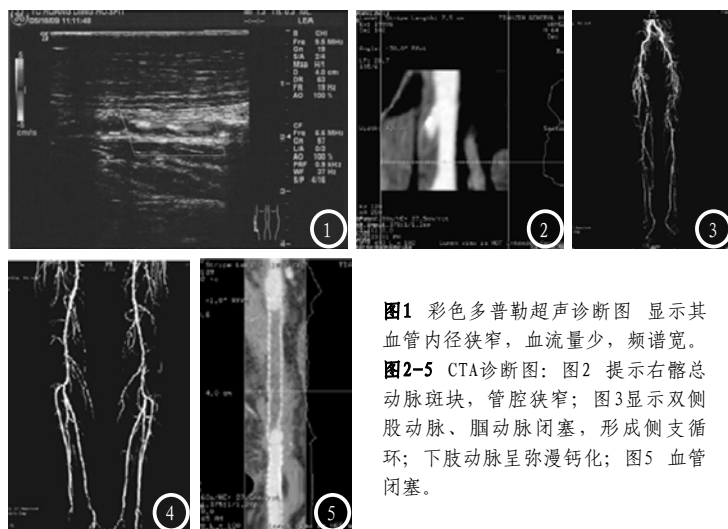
彩色多普勒超声诊断图 显示其血管内径狭窄,血流量少,频谱宽。
